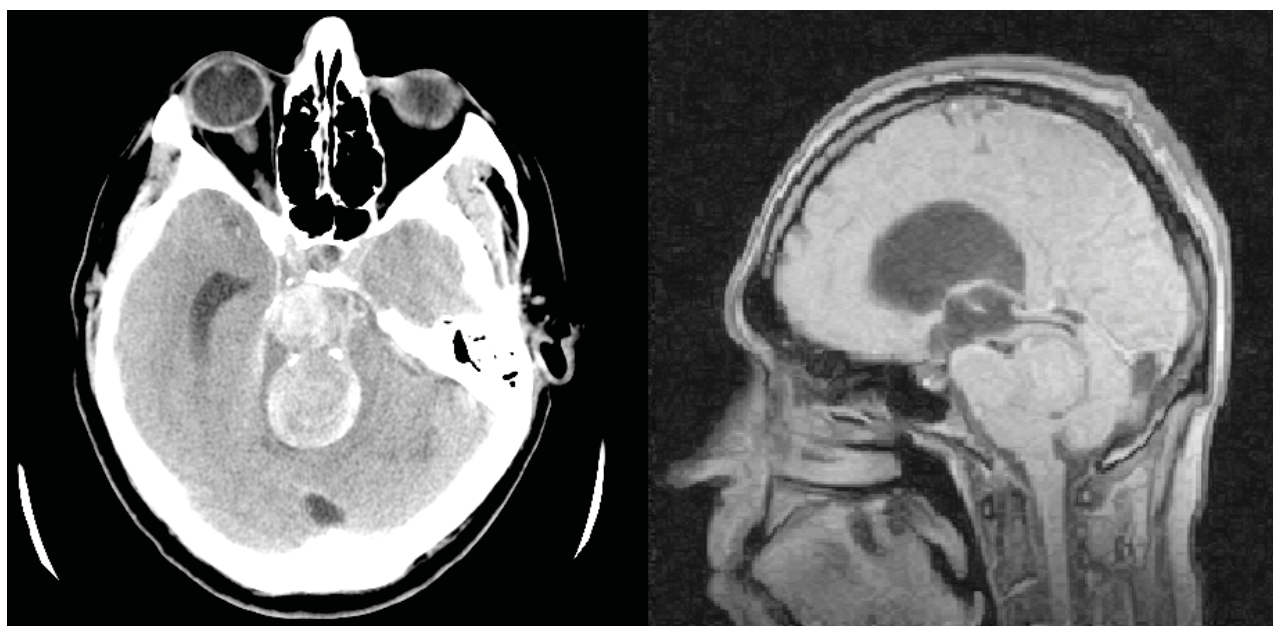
Anevrisim gigat, cu dimensiuni 3,5 pe 5,0 cm, cu efect marcat de masă asupra trunchiului și pedunculilor cerebrale, ocluzia apeductului Sylvii, ventriculului III, cu evoluție în hipertensiune intracraniană secundară, tomografia computerizată 2010
